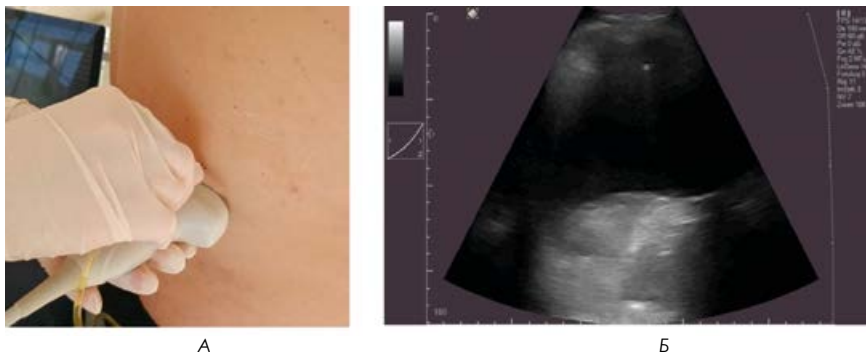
А – пункция плевральной полости методом свободной руки; Б – УЗ-томограмма пункции плевральной полости: на «12 часов» – гиперэхогенный срез пункционной иглы с наличием артефакта в виде «хвоста кометы».
